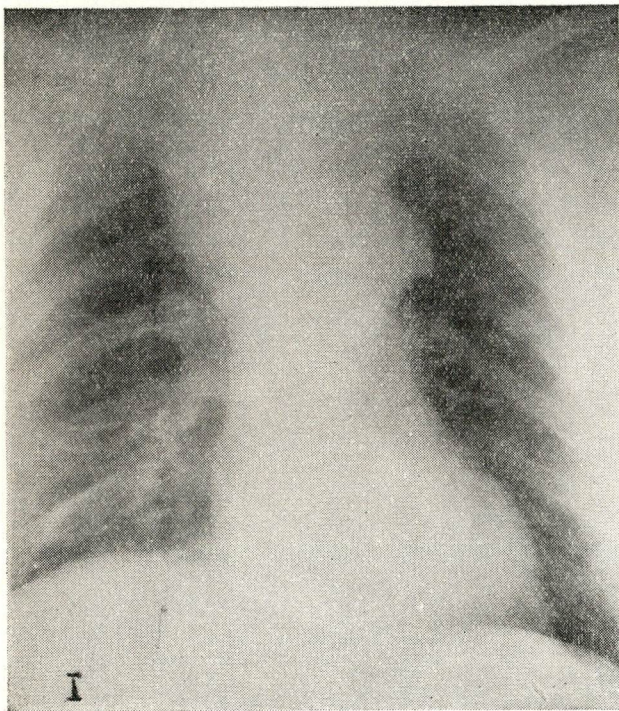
Radiografia em P.A. mostrando sombra no mediastino superior, limites precisos, densidade firme, suspeita de Linfoma ou Timoma.
